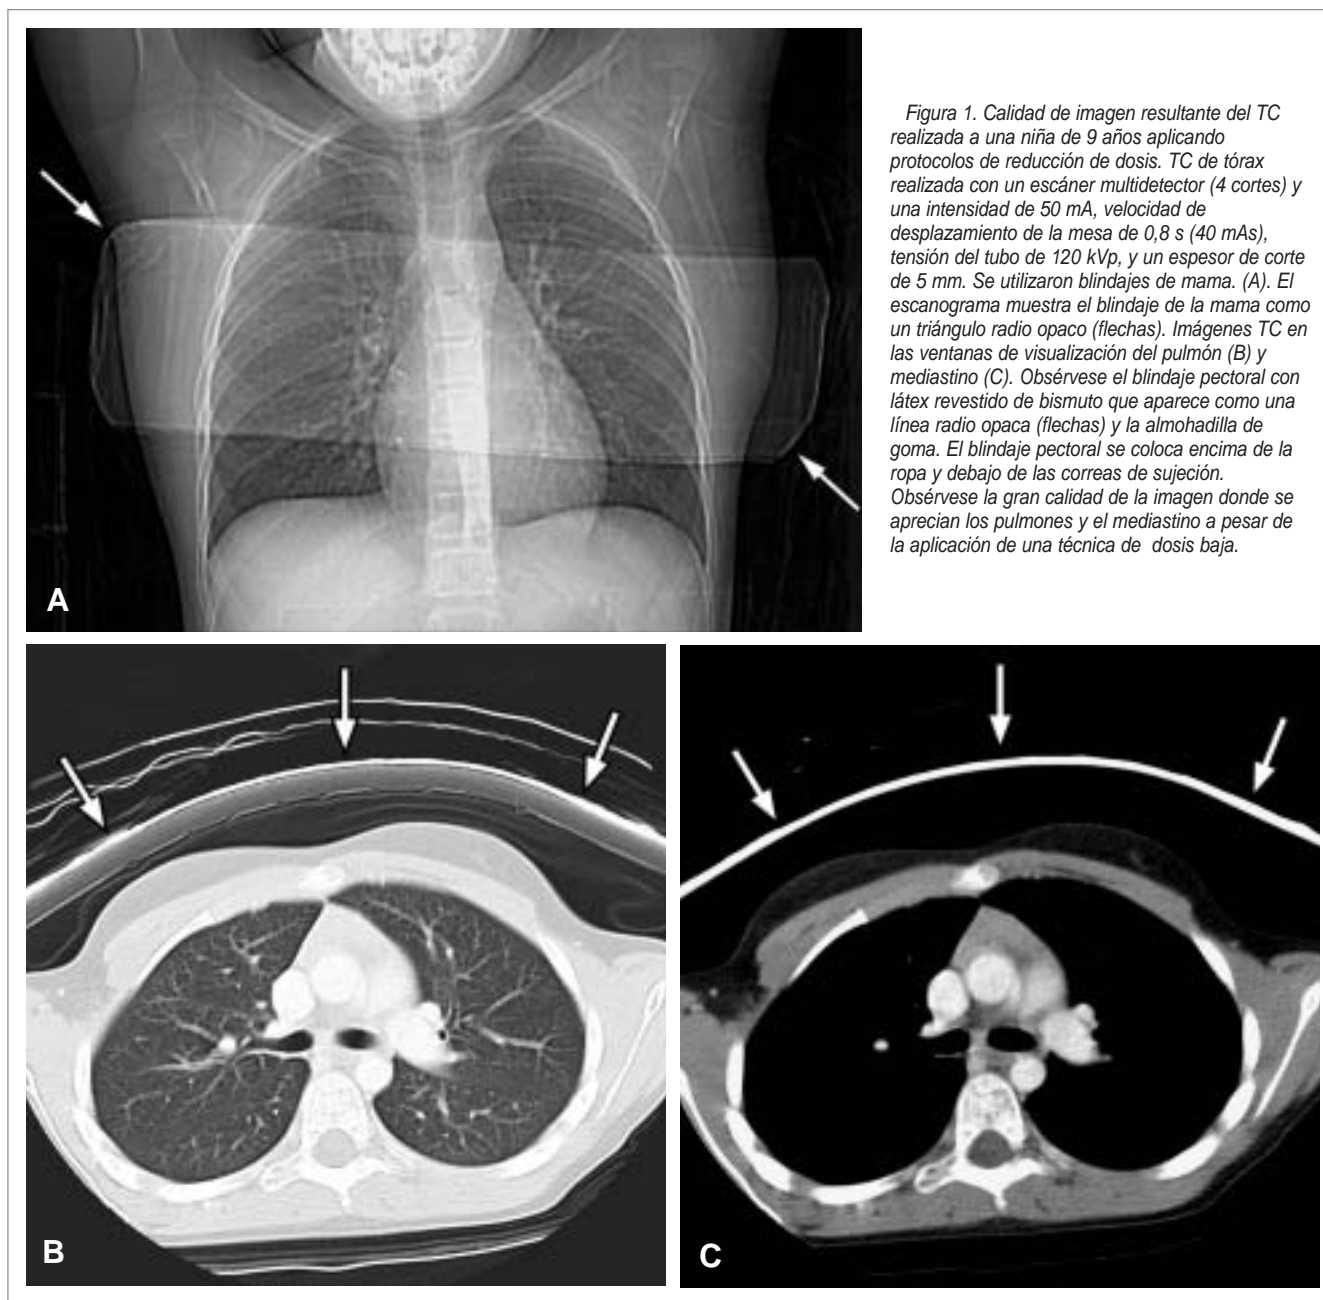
Calidad de imagen resultante del TC realizada a una niña de 9 años aplicando protocolos de reducción de dosis. TC de tórax realizada con un escáner multidetector (4 cortes) y una intensidad de 50 mA, velocidad de desplazamiento de la mesa de 0,8 s (40 mAs), tensión del tubo de 120 kVp, y un espesor de corte de 5 mm. Se utilizaron blindajes de mama. (A). El escanograma muestra el blindaje de la mama como un triángulo radio opaco (flechas). Imágenes TC en las ventanas de visualización del pulmón (B) y mediastino (C). Obsérvese el blindaje pectoral con látex revestido de bismuto que aparece como una línea radio opaca (flechas) y la almohadilla de goma. El blindaje pectoral se coloca encima de la ropa y debajo de las correas de sujeción. Obsérvese la gran calidad de la imagen donde se aprecian los pulmones y el mediastino a pesar de la aplicación de una técnica de dosis baja.
